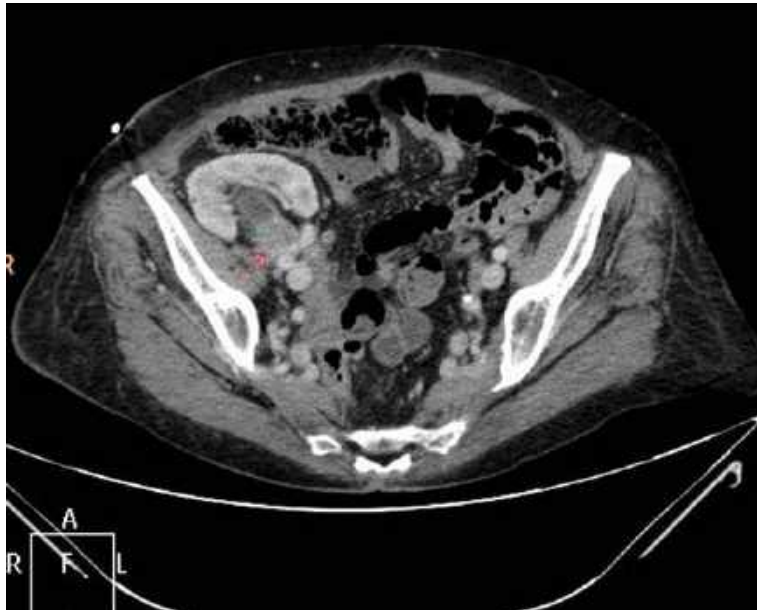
Corte axial de la tomografía computarizada en el que se observa un engrosamiento de la vía urinaria proximal.
